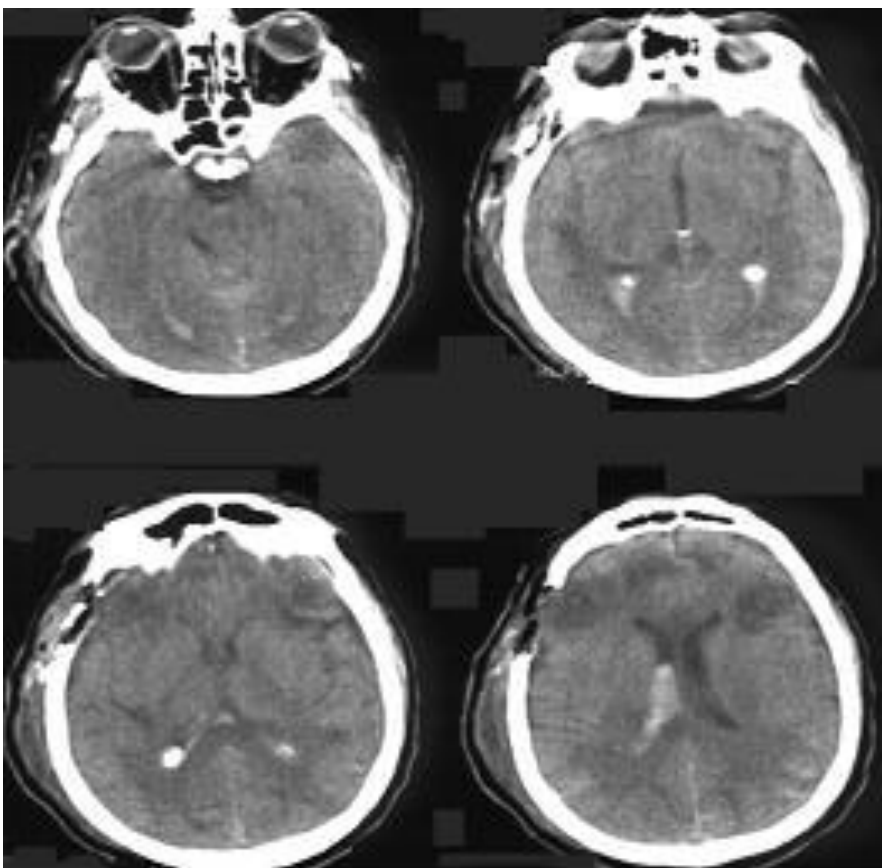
КТ головного мозга пострадавшего В. и/б 264\02: очаги пониженной плотности в лобных долях с обеих сторон, внутрижелудочковое кровоизлияние, больше справа, охватывающая цистерна компремирована. Трепанационное отверстие в правой лобно-височной области.
